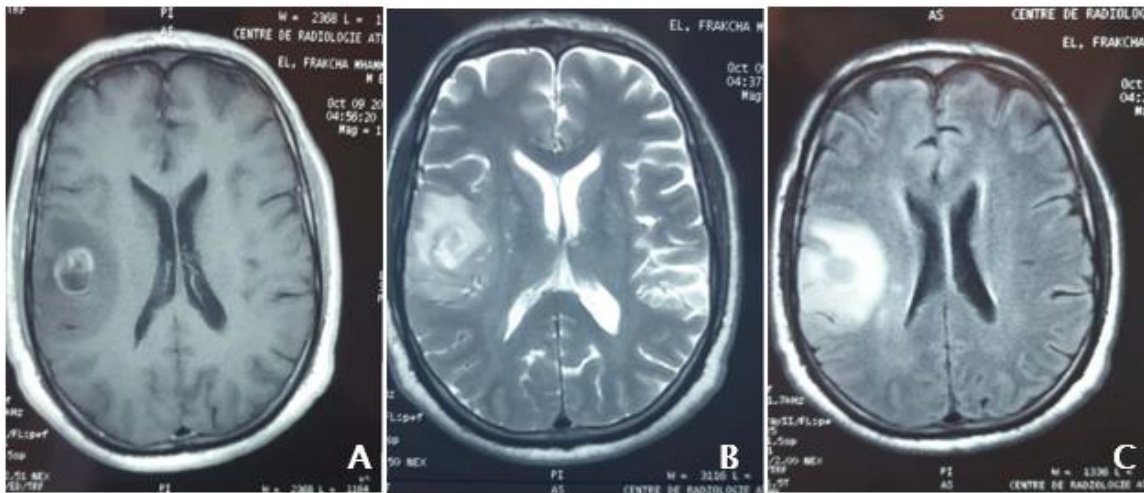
Aspect d'une tumeur gliale de haut grade en IRM en pondération T1 injectée (A), T2 injectée (B), et en séquence flair (C).
